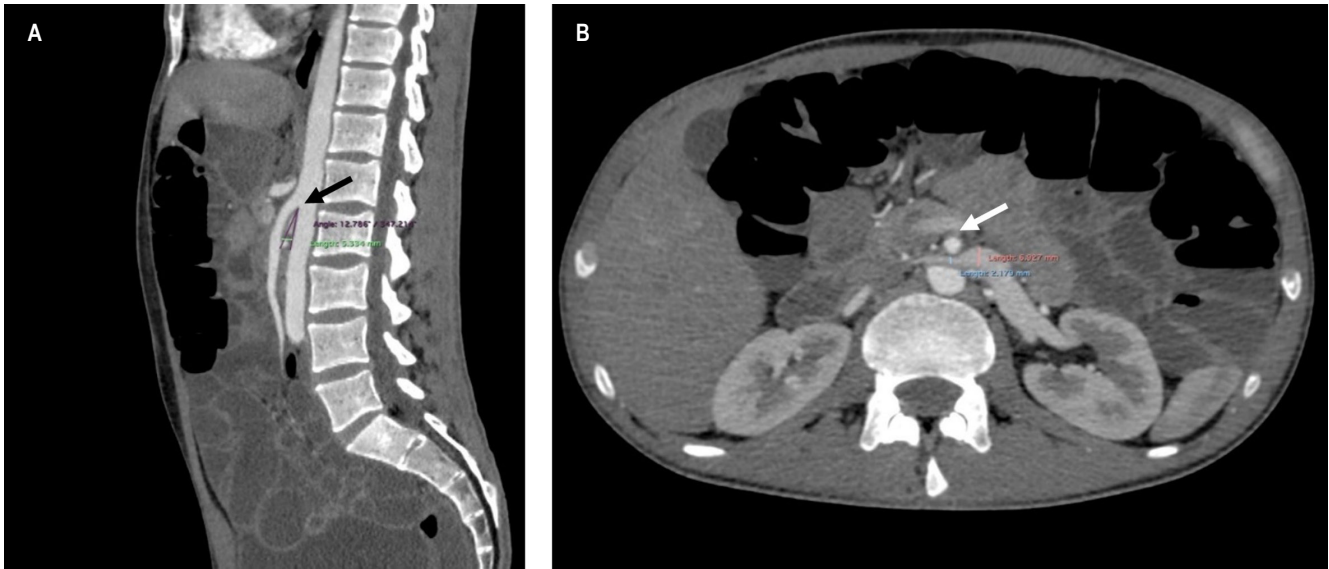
TAC de abdomen. A. La reconstrucción en el plano sagital muestra una disminución significativa en el ángulo aortomesentérico, 12,786° con una longitud aortomesentérica reducida 5,334 mm (flecha negra). B. La reconstrucción en el plano axial muestra la compresión de la vena renal izquierda con una relación del diámetro anteroposterior de la vena comprimida sobre el de la vena comprimida aumentada (6,927 mm/2,179 mm = 1,179) (flecha blanca).
